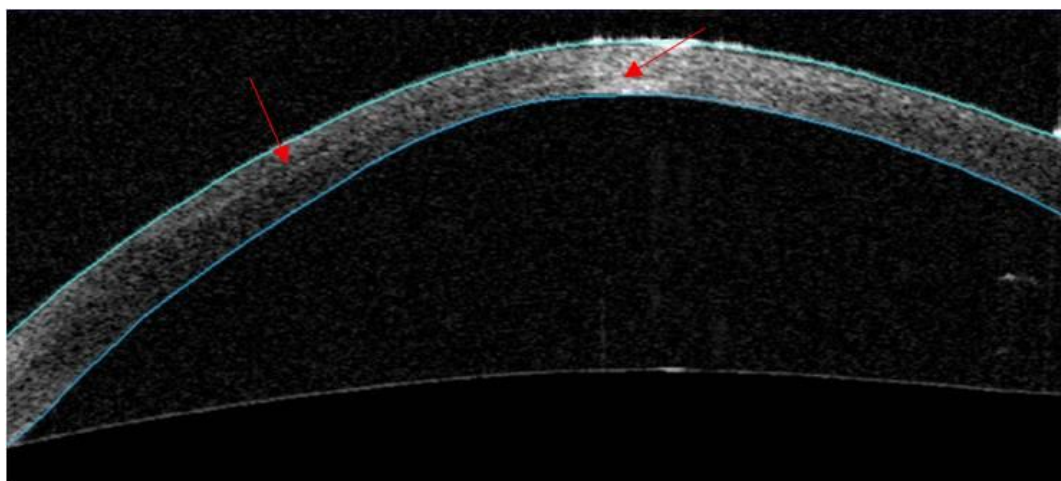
Демаркационная линия, визуализируемая при помощи оптической когерентной томографии роговицы, через один месяц после кКРК
